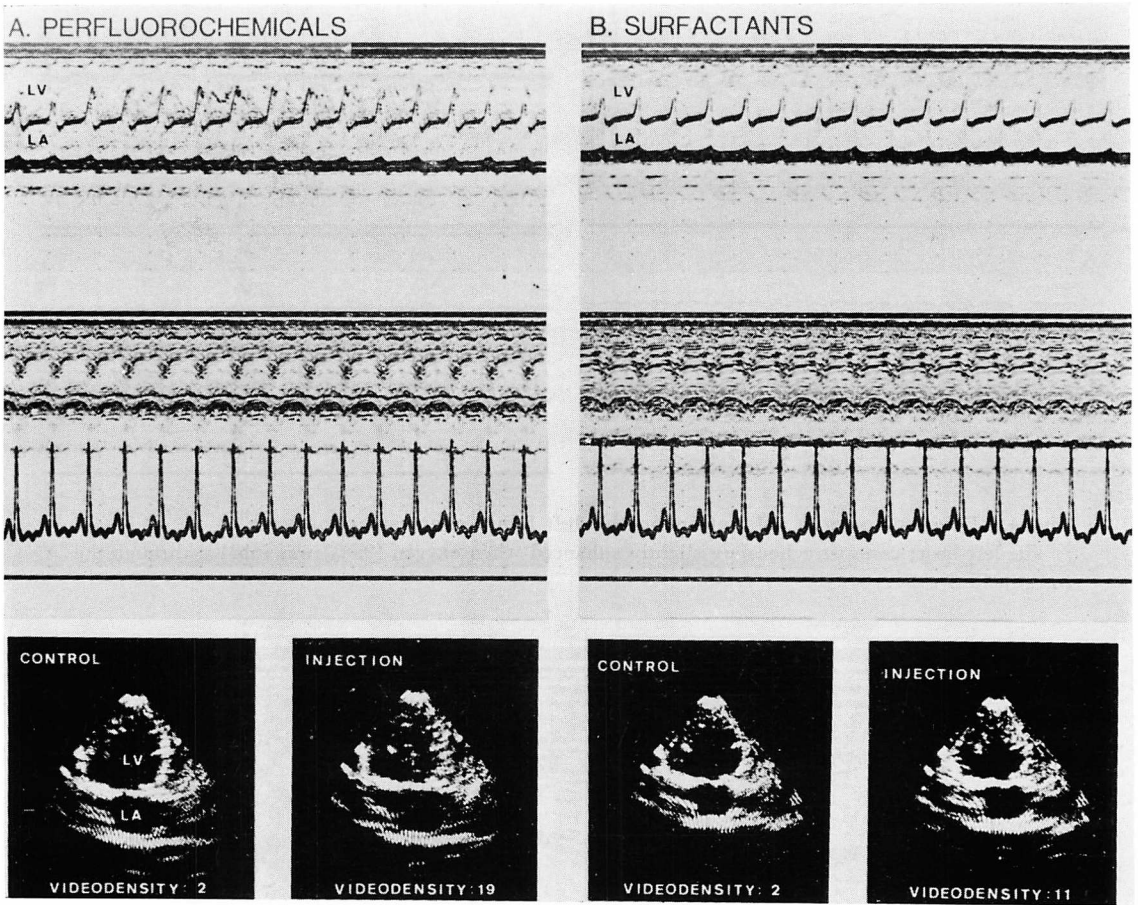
Contrast echocardiograms after the injection of perfluorochemical emulsion (A) and solution of surfactants (B).
